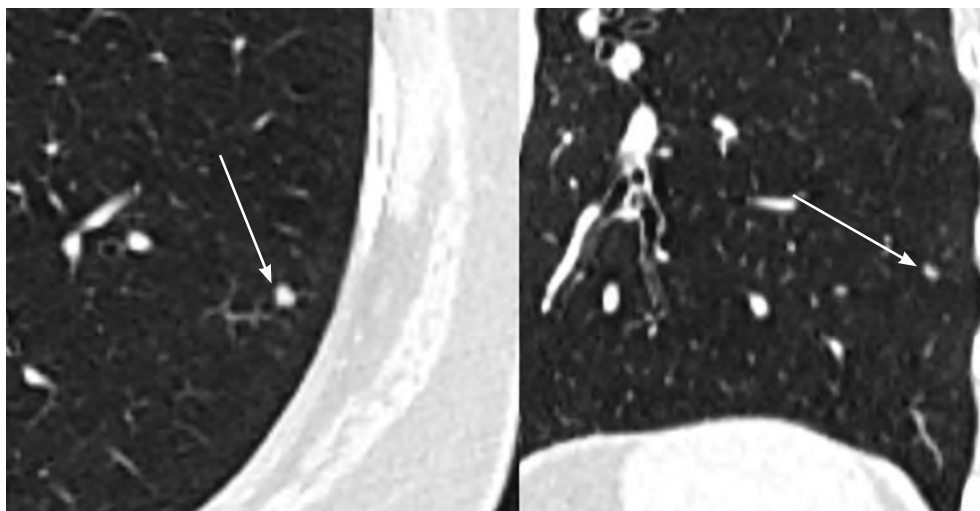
Сканы КТ в аксиальной и корональной плоскостях, легочное окно. Визуализируется очаг солидного типа в нижней доле левого легкого (стрелки) размером 6 мм, полигональной формы в двух ортогональных проекциях, на расстоянии 8 мм от плевры. Очаг полностью подходит в концепцию юкстаплеврального очага, являющегося внутрилегочным узлом. При КТ-контроле через 7 лет — без динамики, что подтверждает его доброкачественную природу
